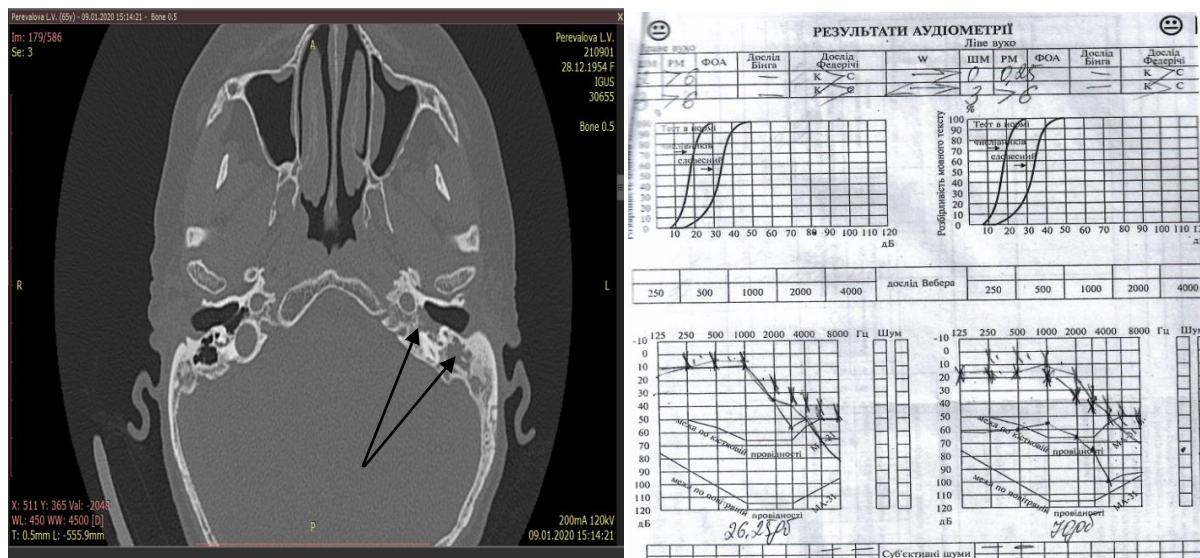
Дані СКТ скроневих кісток і аудіометричного дослідження пацієнтки П. (IV група).
